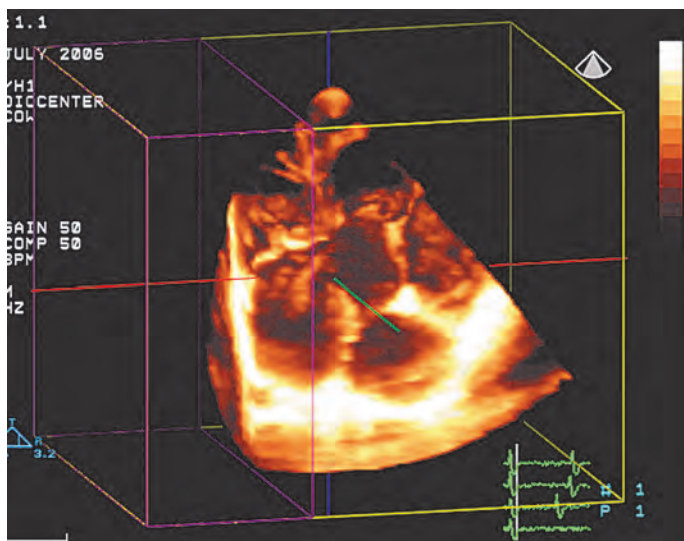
Трехмерная эхокардиография в режиме полного объема с возможностью получения срезов сердца на разных уровнях в различных плоскостях (больной с врожденным пороком сердца: полная форма открытого атриовентрикулярного канала).
